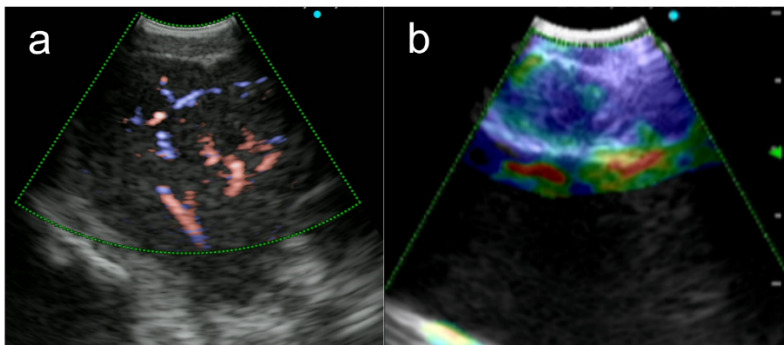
超音波気管支鏡の超音波画像（a：ドップラーモード，b：エラストグラフィモード）
